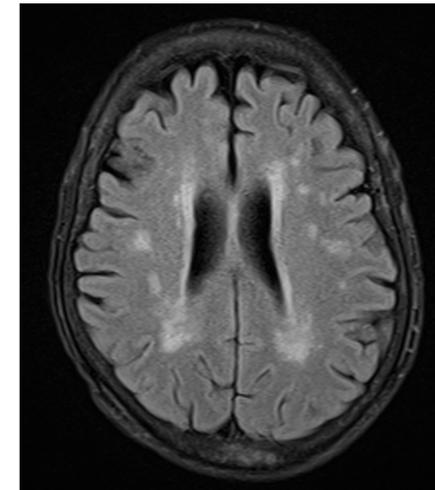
RMN cerebral FLAIR.
